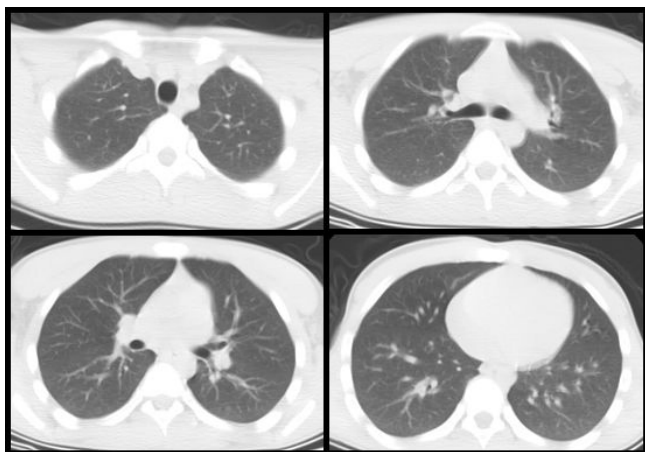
A normal CT scan of the patient on admission (parenchymal window).
